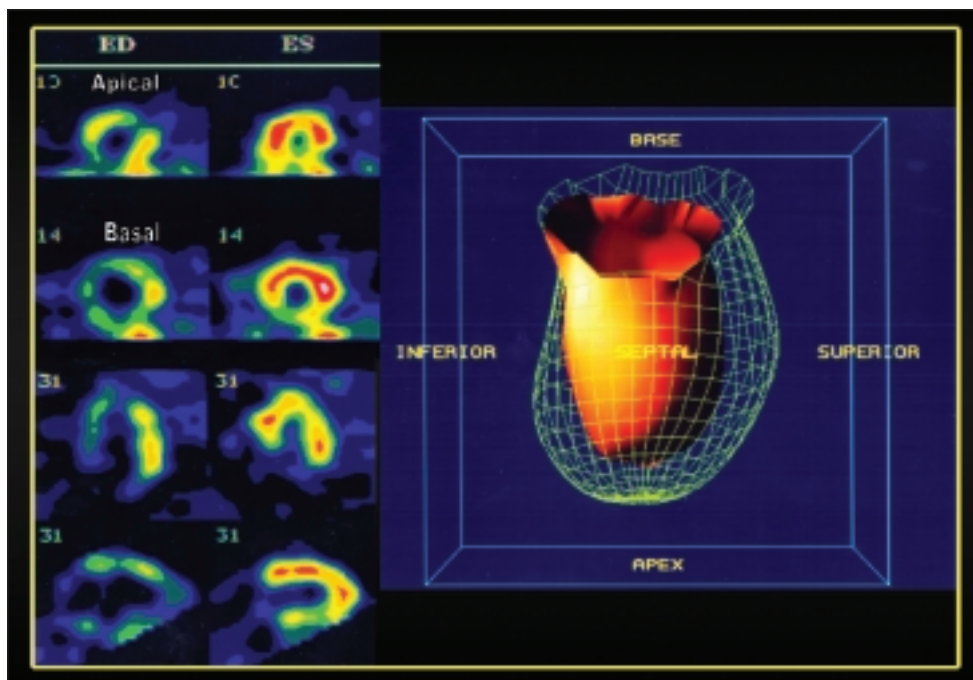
Estudio de GATED-SPECT con  $^{99m}\text{Tc}$ -MIBI, de paciente que presentaba defecto fijo de perfusión inferobasal (infarto clínico) y apical. En la parte izquierda de la imagen se observaba cómo ambas zonas de defecto fijo presentan aumento de la actividad del radiotrazador en telesístole (ES) con respecto a la telediástole (ED) lo que sugiere viabilidad. En la reconstrucción tridimensional se observa que el segmento inferobasal presenta cierto grado de movilidad (viabilidad), mostrando una hipoquinesia moderada con respecto a los segmentos medio y apical de la cara inferior.
